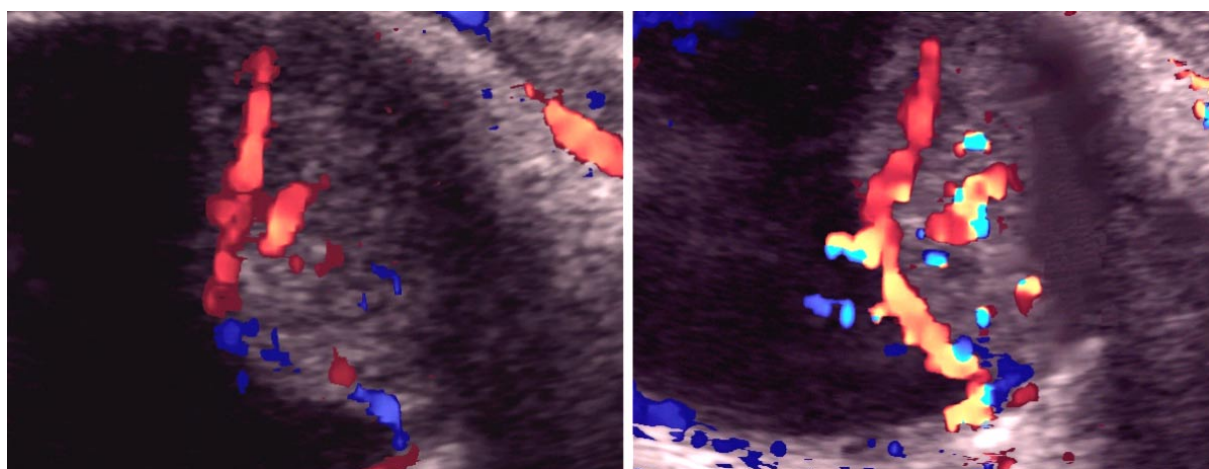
Dopplersonographische Darstellung eines Aderhautmelanoms (links vor und rechts nach intravenöser Signalverstärkerapplikation)
